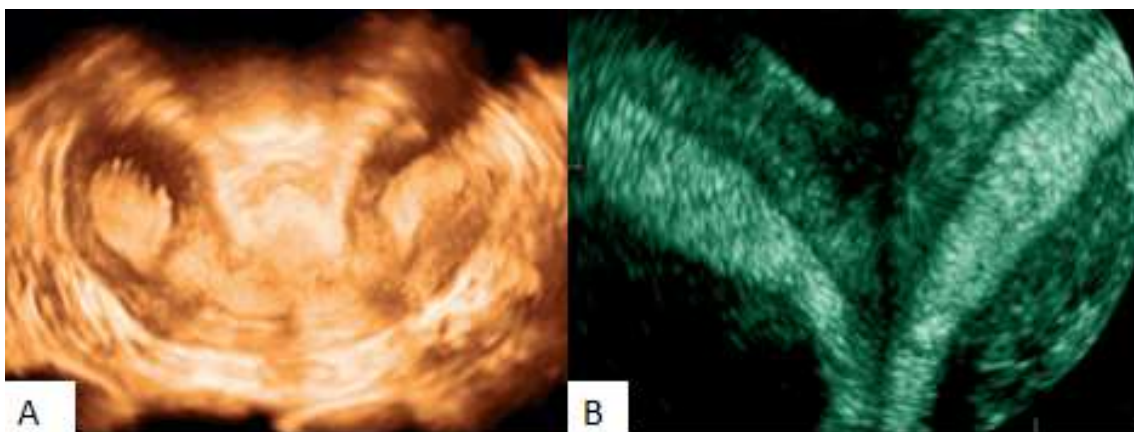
Utérus bicorne bicervical en échographie 3D : U3b C2
